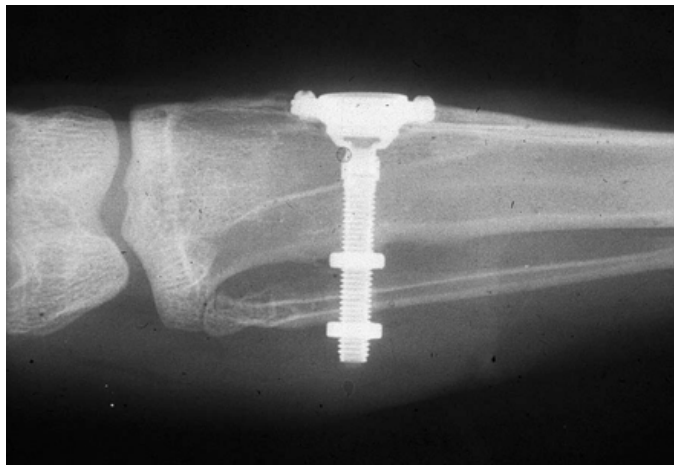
Ky është një radiografi e dhomës origjinale, e vendosur në kocka të lepujve, që çon në zbulimin e osseointegrimit në vitin 1962.
